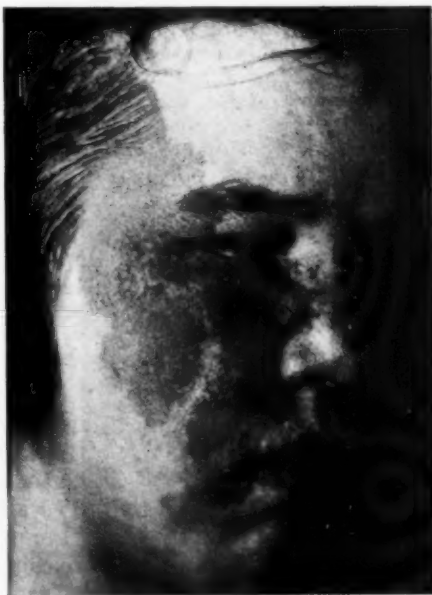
b. A. E. 24 years old. 1924. Roentgen and radium treated since 1921.
